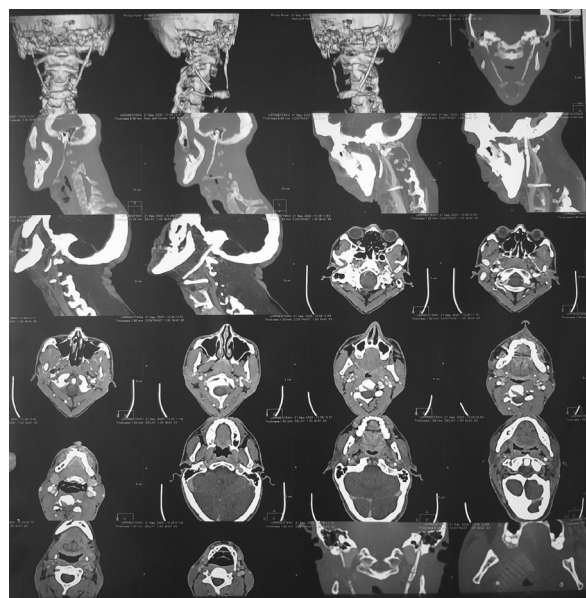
Общий вид КТ снимка с гипертрофированным шиловидным отростком височной кости по типу комбинации оссификации и кальцификации.
